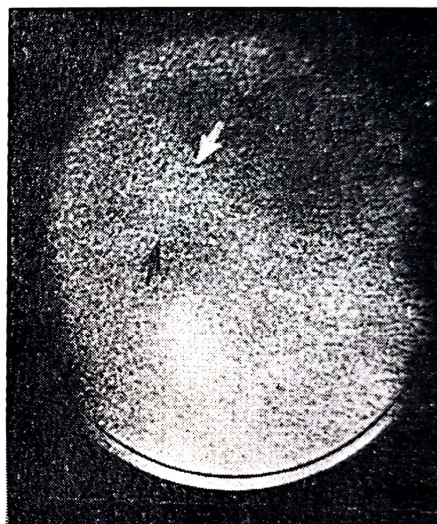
Imagine fotoscintigrafică de profil obținută cu $^{99m}\text{TcO}_4$ demonstrînd difuziunea radiotrasorului în aria irigată de artera silviană dreapta, în cadrul unui spasm arterial prelungit după ruptură anevrismală.
